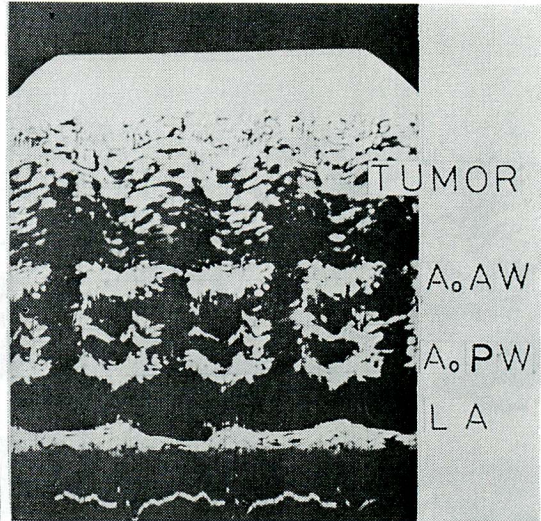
Ultrasound cardiogram with the beam directed through the aorta, showing the abnormal echoes, anterior wall of the aorta (AoAW) and posterior wall of the aorta (AoPW)
